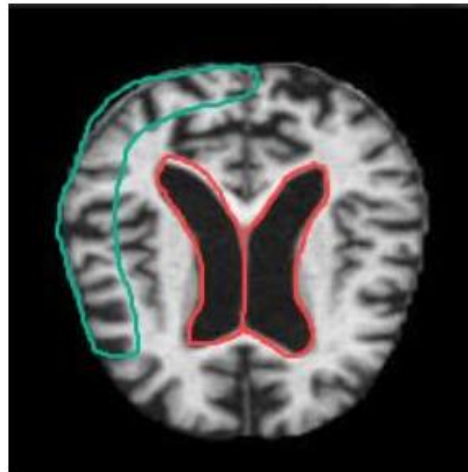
Изображения на МРТ сканировании неокортекса (зеленого) и боковых желудочков (красного) человека из дома
